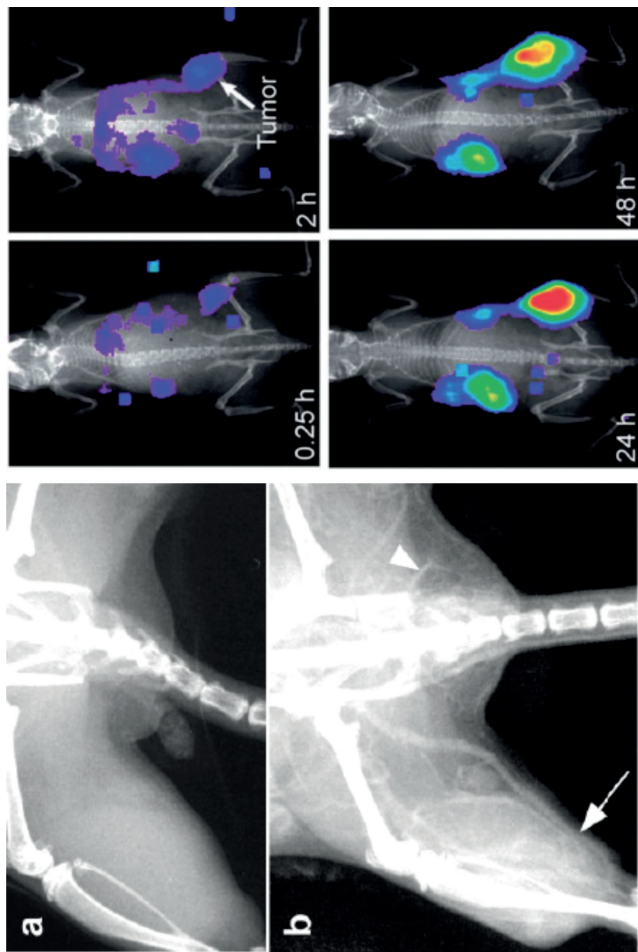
Ejemplos del aumento de resolución que puede obtenerse en imagen médica utilizando nanoestructuras de oro. Izquierda: imagen de tomografía computarizada mostrando la vasculatura de un ratón (relacionada en este caso con un crecimiento tumoral) antes (a) y dos minutos después (b) de la administración de nanopartículas de oro [60]. Derecha: bioluminescencia de tumores a distintos tiempos tras la inyección de nanocubos huecos de oro dopados con  $^{199}\text{Au}$  [61].
